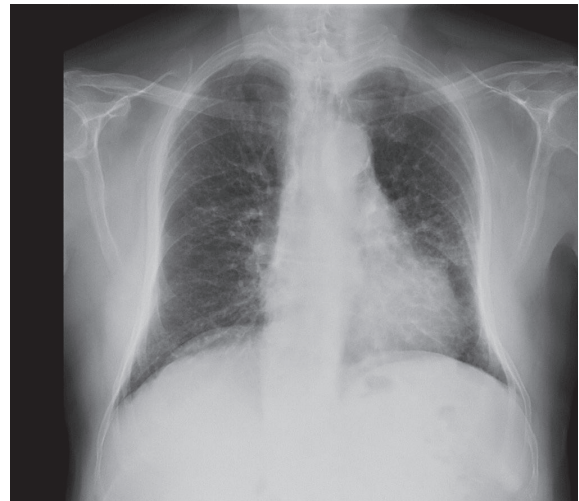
Radiografía de tórax posteroanterior: se observa afectación intersticial reticular.
